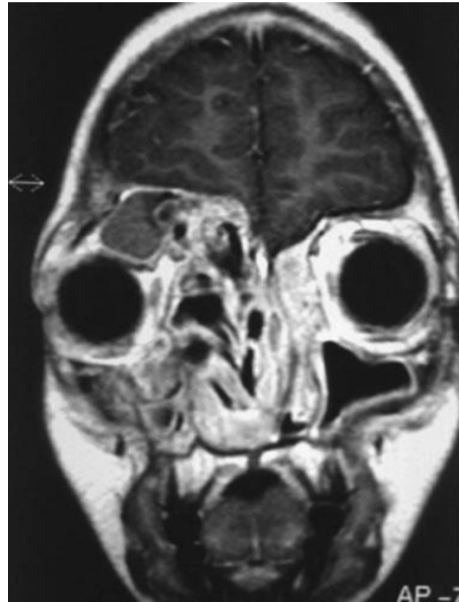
⁹ Imagem de RMN de apresentação de RSF in Mclay J. Allergic Fungal Sinusitis. Medscape. 2018.
